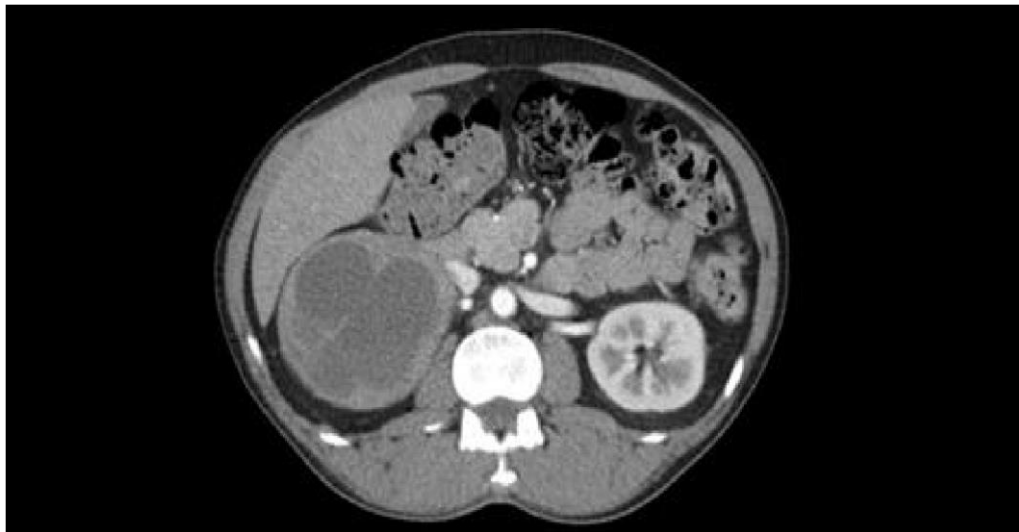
Tomografia Computadorizada de abdome total (fase arterial) evidenciando grande tumoração em glândula adrenal direita, medindo em seu maior diâmetro 10,4cm.
